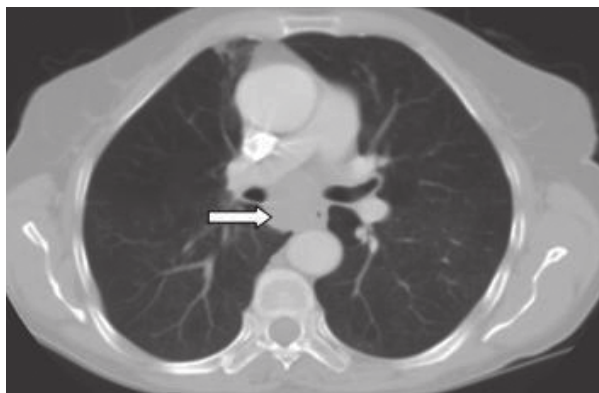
Na TC torácica observa-se formação nodular, com cerca de 3.5 cm de diâmetro, em posição sub-carinal e retro-cardíaca (seta).
